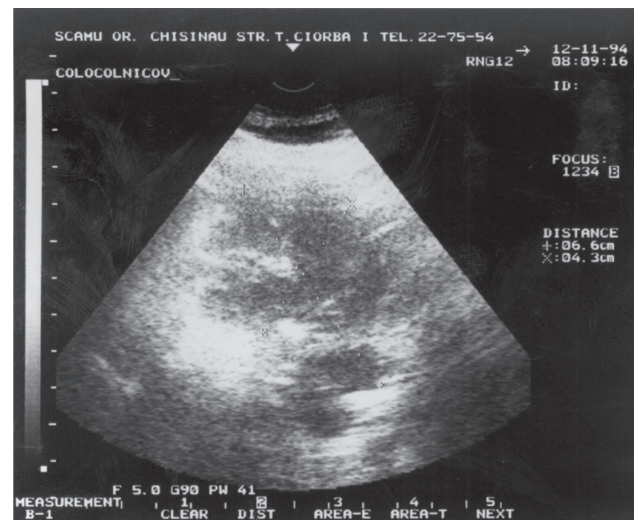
USG pancreasului la internare a)majorarea dimensiunilor, b)hipoecogenitate, contur șters
